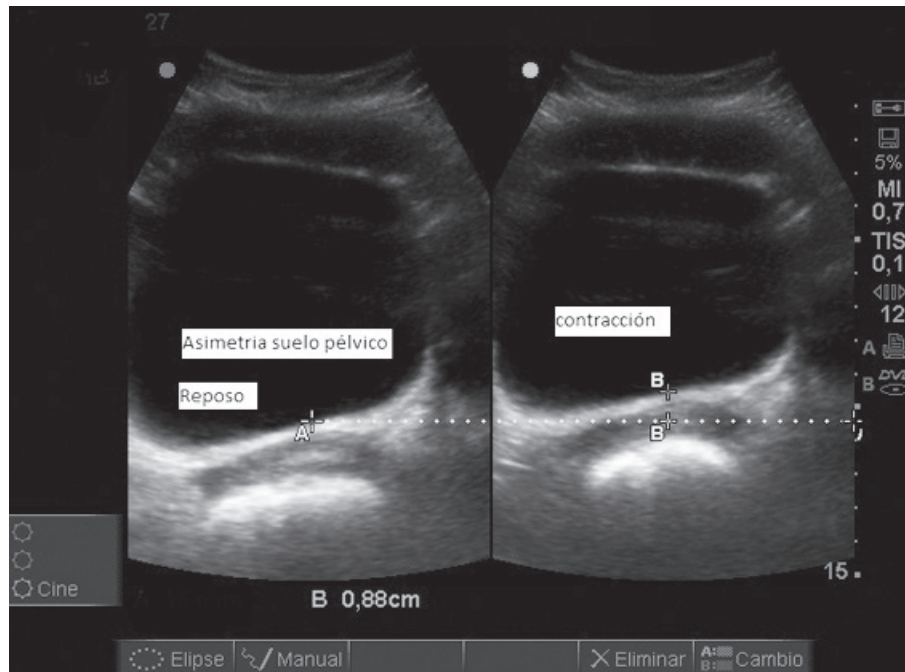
Imagen de una ecografía transabdominal transversal. Asimetría del suelo pélvico. (Imagen de la izquierda: suelo pélvico en reposo, imagen de la derecha: suelo pélvico en contracción).
